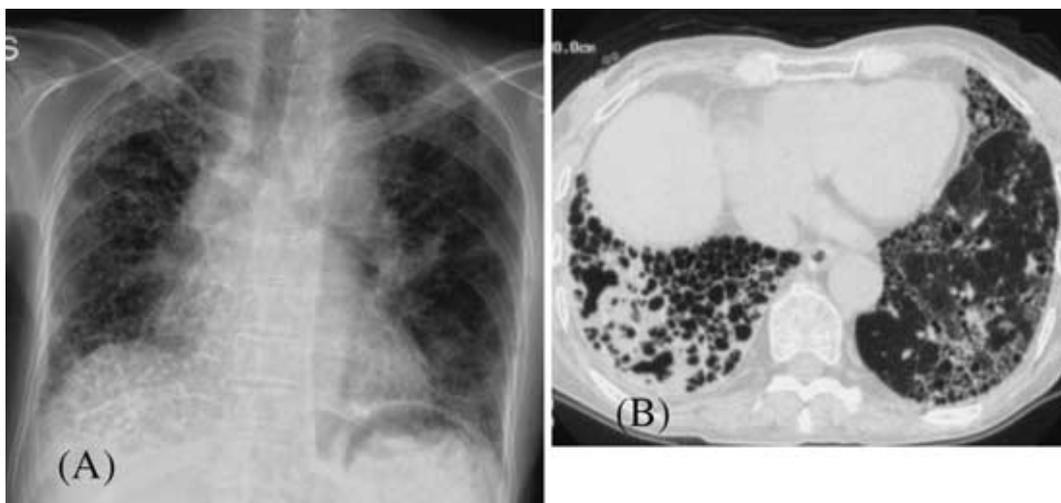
(A & B) Chest radiograph and chest CT on admission, showing bronchiectatic change, consolidation, and honeycomb change on both basal lung fields.
